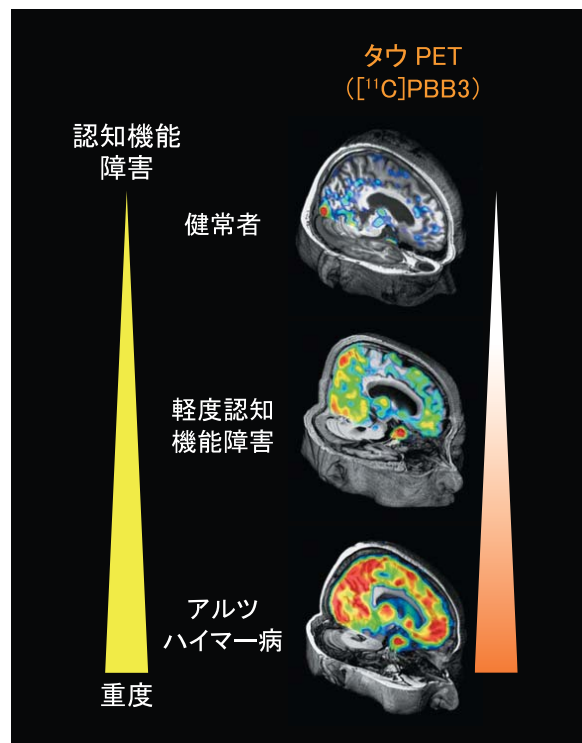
アルツハイマー病の重症度に応じたPET標識薬剤(^{11}C PBB3)の蓄積
